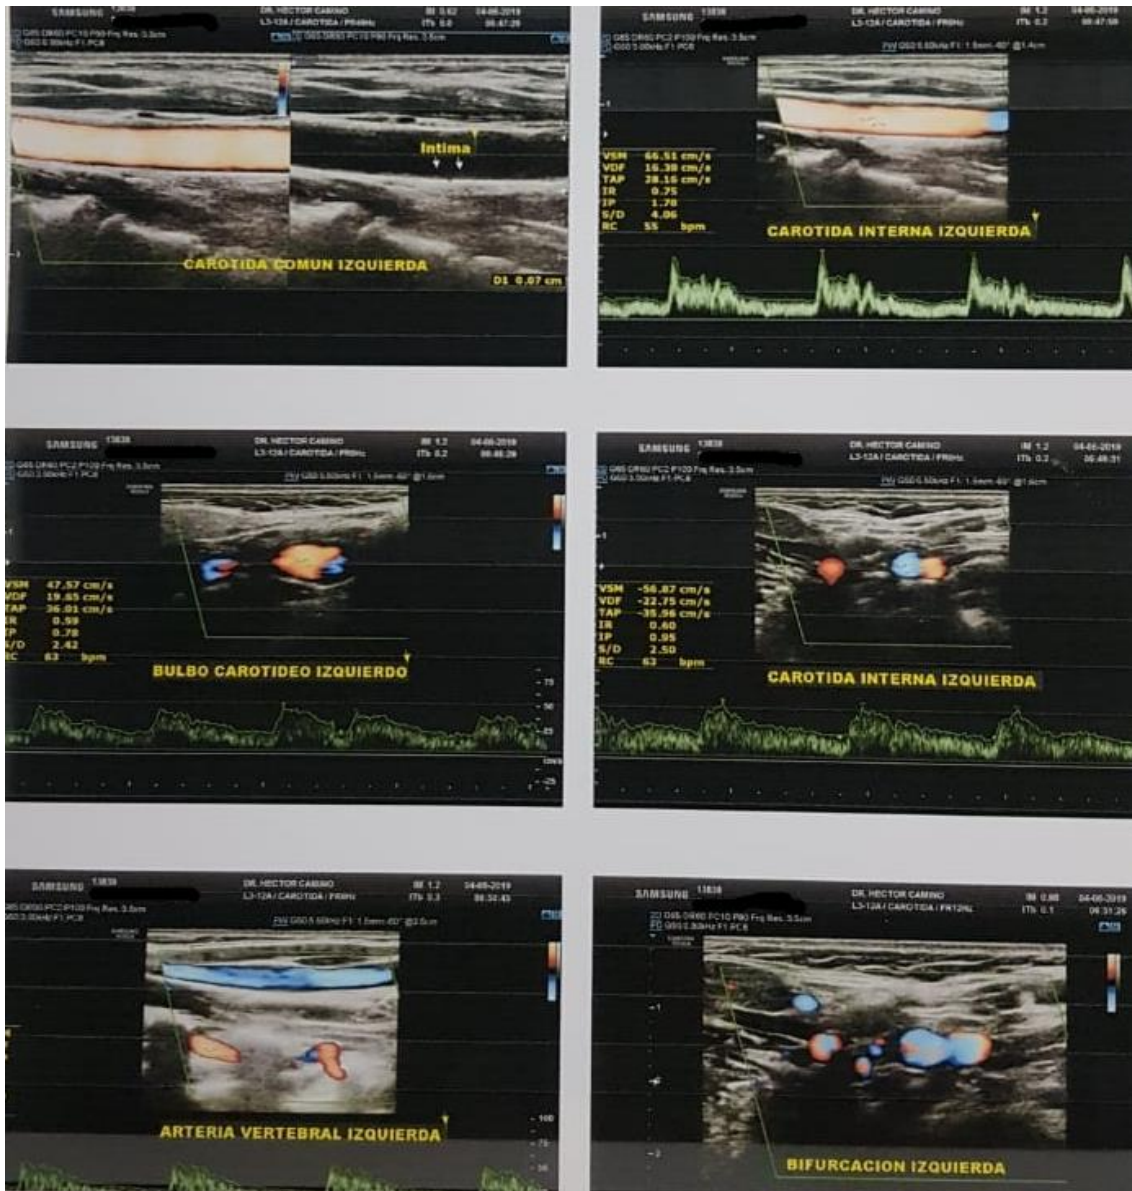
ECO DOPPLER REGIÓN CAROTÍDEA IZQUIERDA
